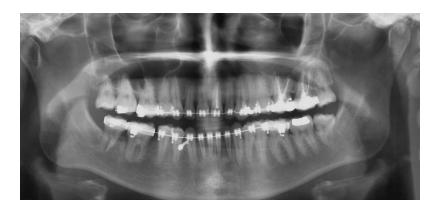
(A) – Radiografia panorâmica de controle.
